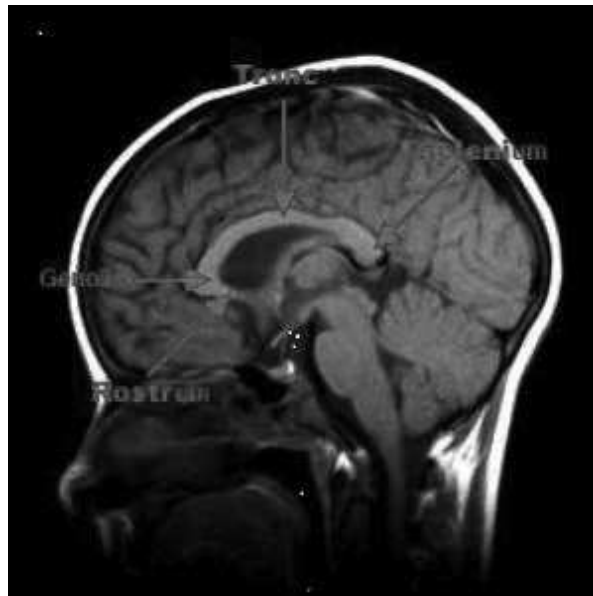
Vue sagittale à l'IRM de l'encéphale : présence du corps calleux
